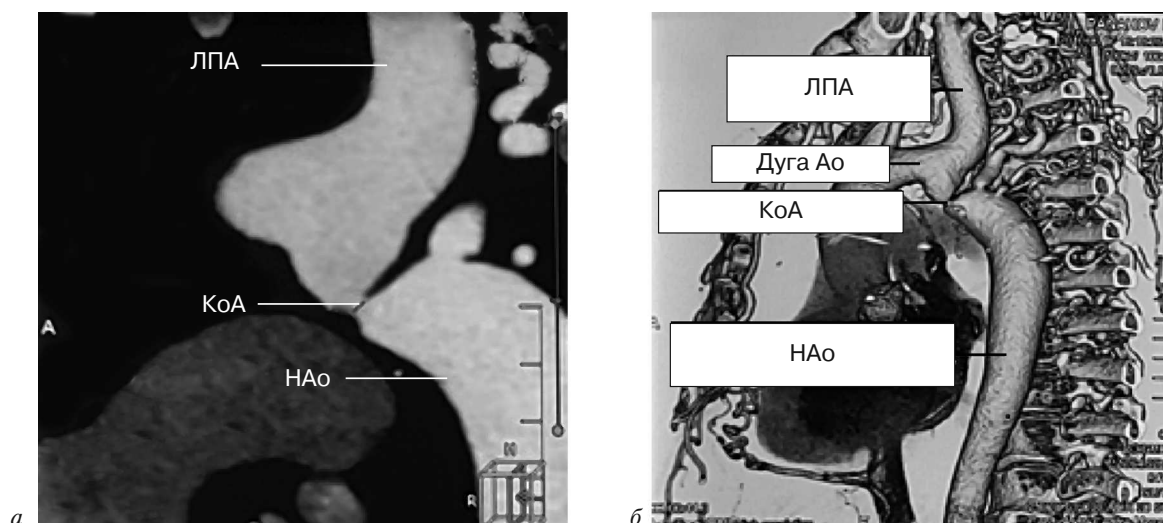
Данные мультиспиральной компьютерной томографии:
